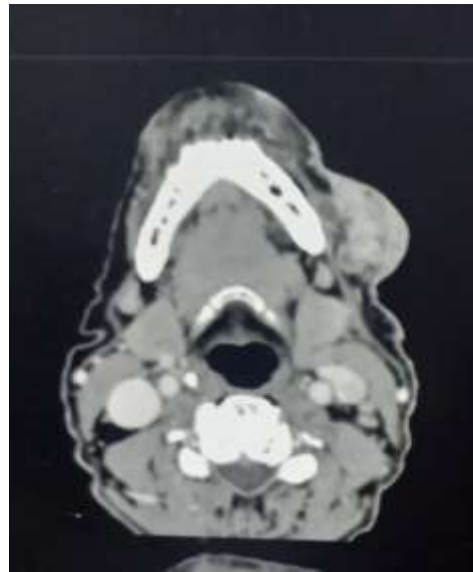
Image d'une tumeur jugale à la TDM
